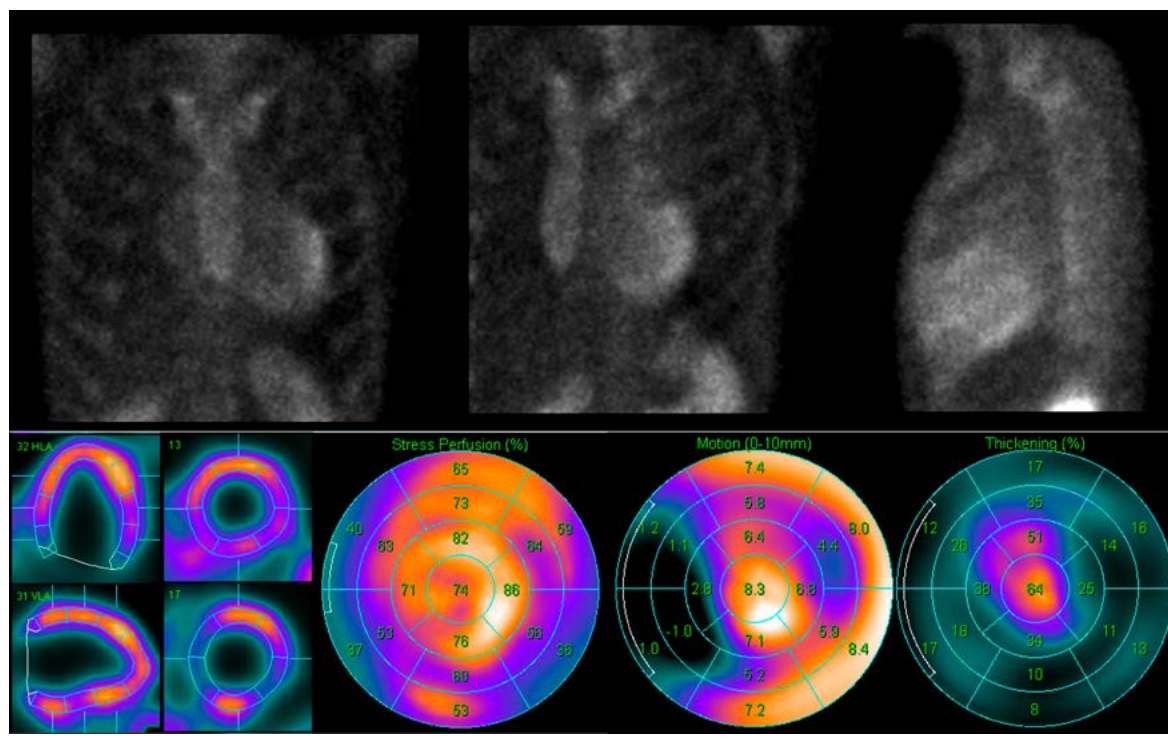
Данные сцинтиграфии с  $^{99m}\text{Tc}$ -пирофосфатом и перфузионной ОЭКТ миокарда с  $^{99m}\text{Tc}$ -МИБИ у пациента Б. Отмечается высокоинтенсивное накопление  $^{99m}\text{Tc}$ -пирофосфата в миокарде, что формально свидетельствует об остром повреждении миокарда, однако скорее всего это признак длительно текущего воспаления с постепенным некрозом кардиомиоцитов. Наличие множественных участков снижения перфузии различной глубины, затрагивающих нижнюю, боковую и перегородочную стенку ЛЖ, по форме и локализации нехарактерно для проявлений коронарной патологии и также скорее свидетельствуют о формировании фиброза в зонах хронического воспаления.
